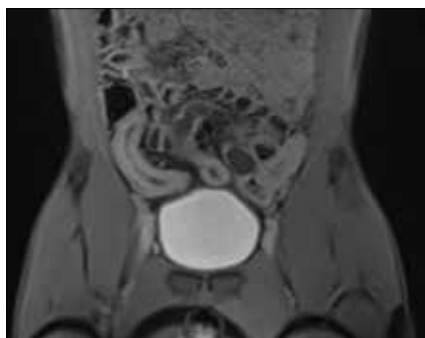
Prise de contraste homogène et intense au temps tardif de l'injection en Entéro-IRM
